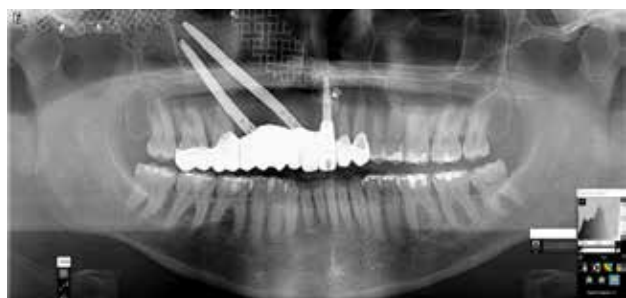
Radiografía panorámica a los 4 años de la intervención.
